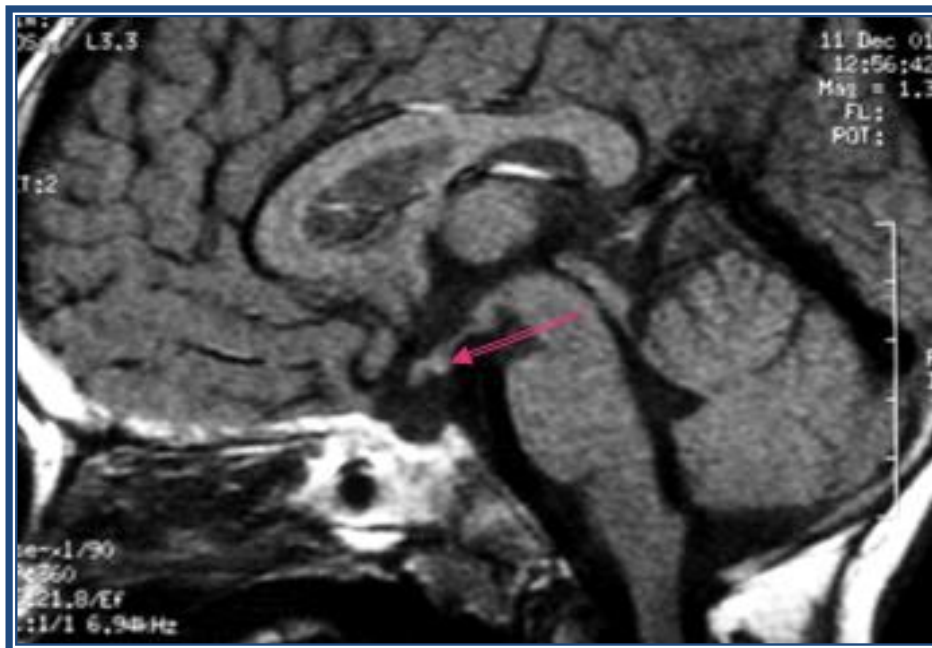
Image IRM Tige pituitaire invisible, antéhypophysehypoplasique
